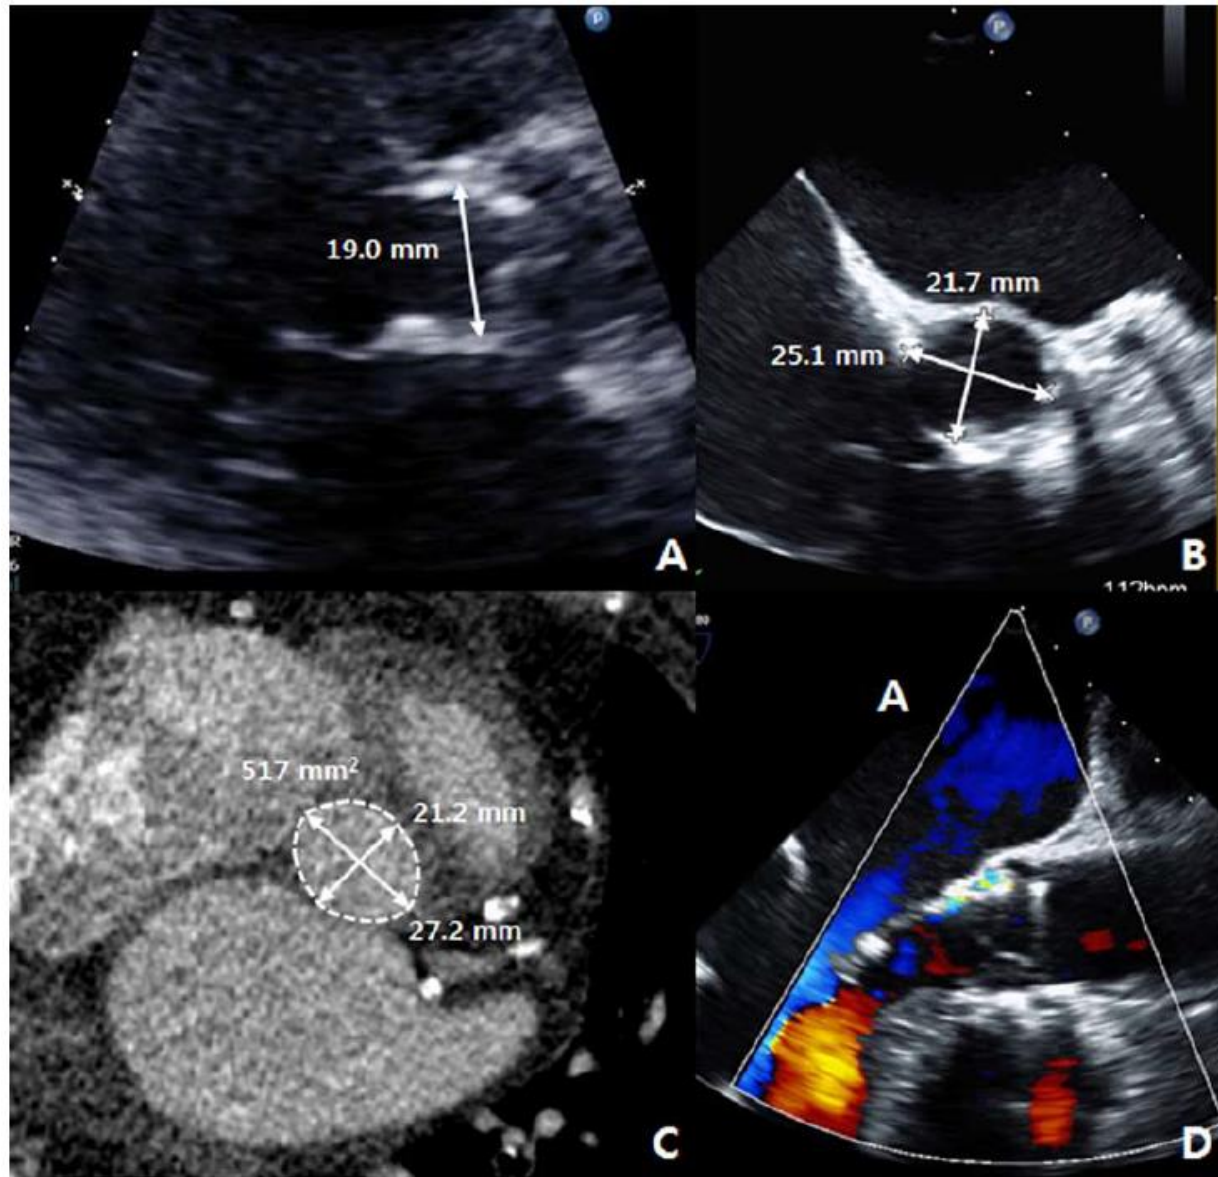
Multimodality imaging in a 76-year-old female patient with symptomatic severe aortic stenosis shows the benefit of biplane and 3-dimensional (3D) imaging of the annulus. Transthoracic echocardiography (TTE) measurement of the annulus is 19 mm, which would suggest a 20- or 23-mm prosthesis. Biplane transesophageal echocardiography (B; 21.7×25.1 mm) and multidetector computed tomography (C; annulus area, 5.17 cm²) measurements of the annulus, however, suggest that a 26-mm prosthesis would be more appropriate. A 26-mm balloon expandable prosthesis was implanted without complication and with trivial paravalvular aortic valvular regurgitation as noted on the postprocedural echocardiogram (D).
